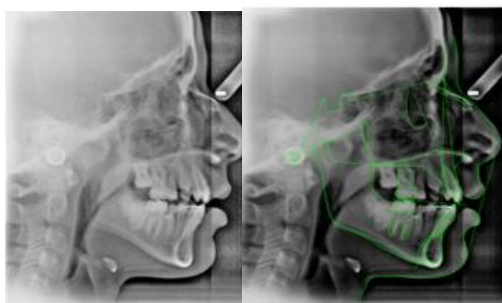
Representação de uma telerradiografia de perfil da face e de uma cefalometria realizada a partir dessa telerradiografia de perfil da face
